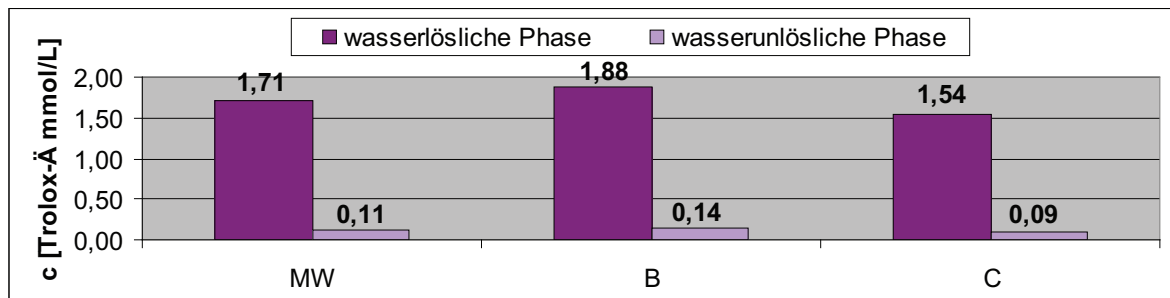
TAC-Werte in Friscen Zuckerschoten-Erbesen. MW sind die Mittelwerte von B und C
